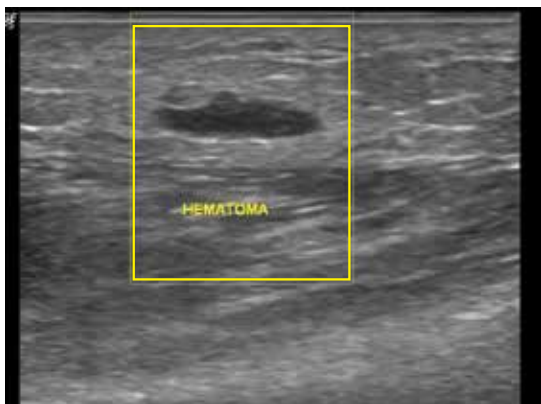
Paciente con antecedente de trauma en muslo de dos semanas de evolución. Clínicamente se palpa una masa superficial. La ecografía muestra una masa bien definida, hipoecoica, en el tejido celular subcutáneo, que corresponde a un hematoma.
